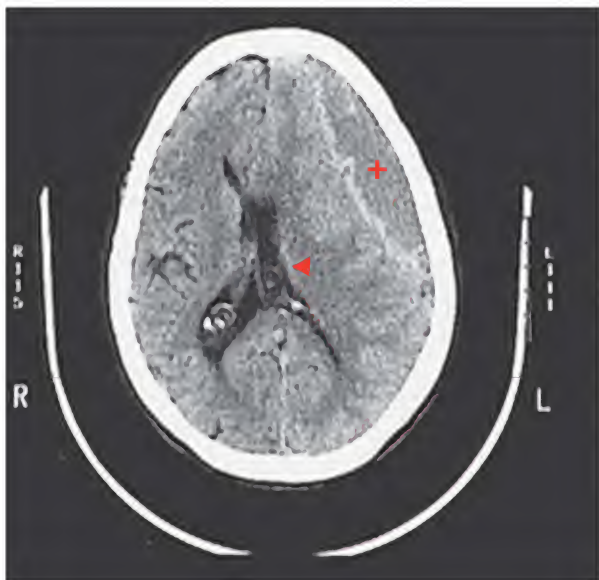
Hematoma epidural, tomografía computarizada
